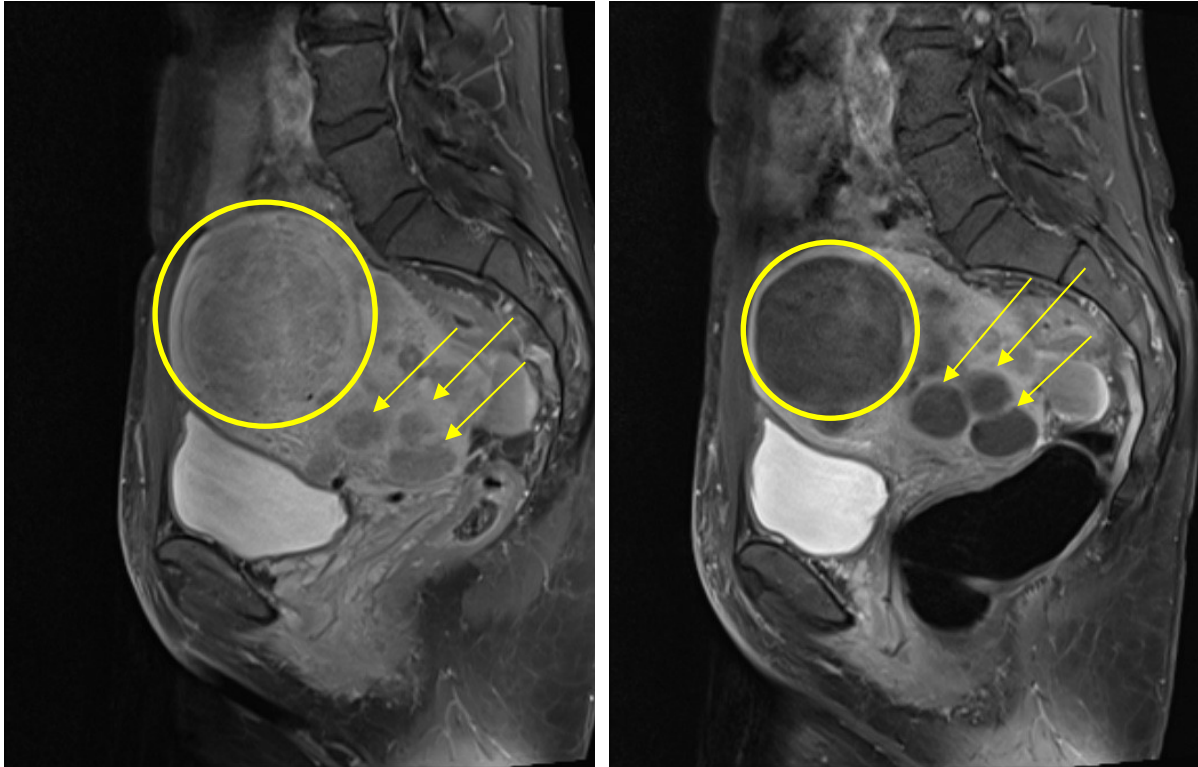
Sagittale T1 TSE MRT-Sequenz nach Kontrastmittelgabe einer Patientin 10 Tage vor UAE (links) und 1 Tag nach UAE (rechts). Es zeigt sich ein großes Myom, das nach ventral gewachsen ist (Kreis), sowie mindestens drei Myome im dorsalen Teil des Uterus (Pfeile). Die in der Voraufnahme schwer abzugrenzenden Myome stellen sich nach erfolgreicher Embolisation hypointens dar und nehmen kein Kontrastmittel auf. (Quelle: Institut für Klinische Radiologie und Nuklearmedizin der Universitätsmedizin Mannheim)
